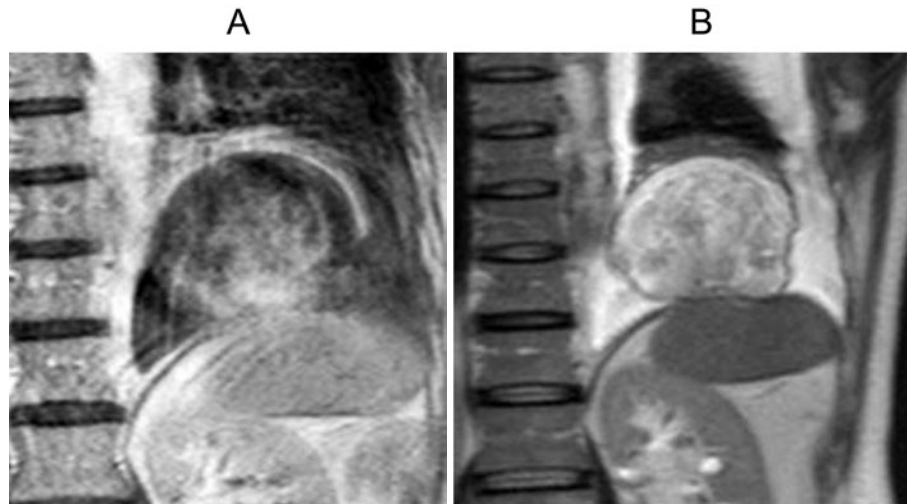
An MRI scan showing tumor that is low signal by T1-weighted (A) image and high signal by T2-weighted (B) image.
